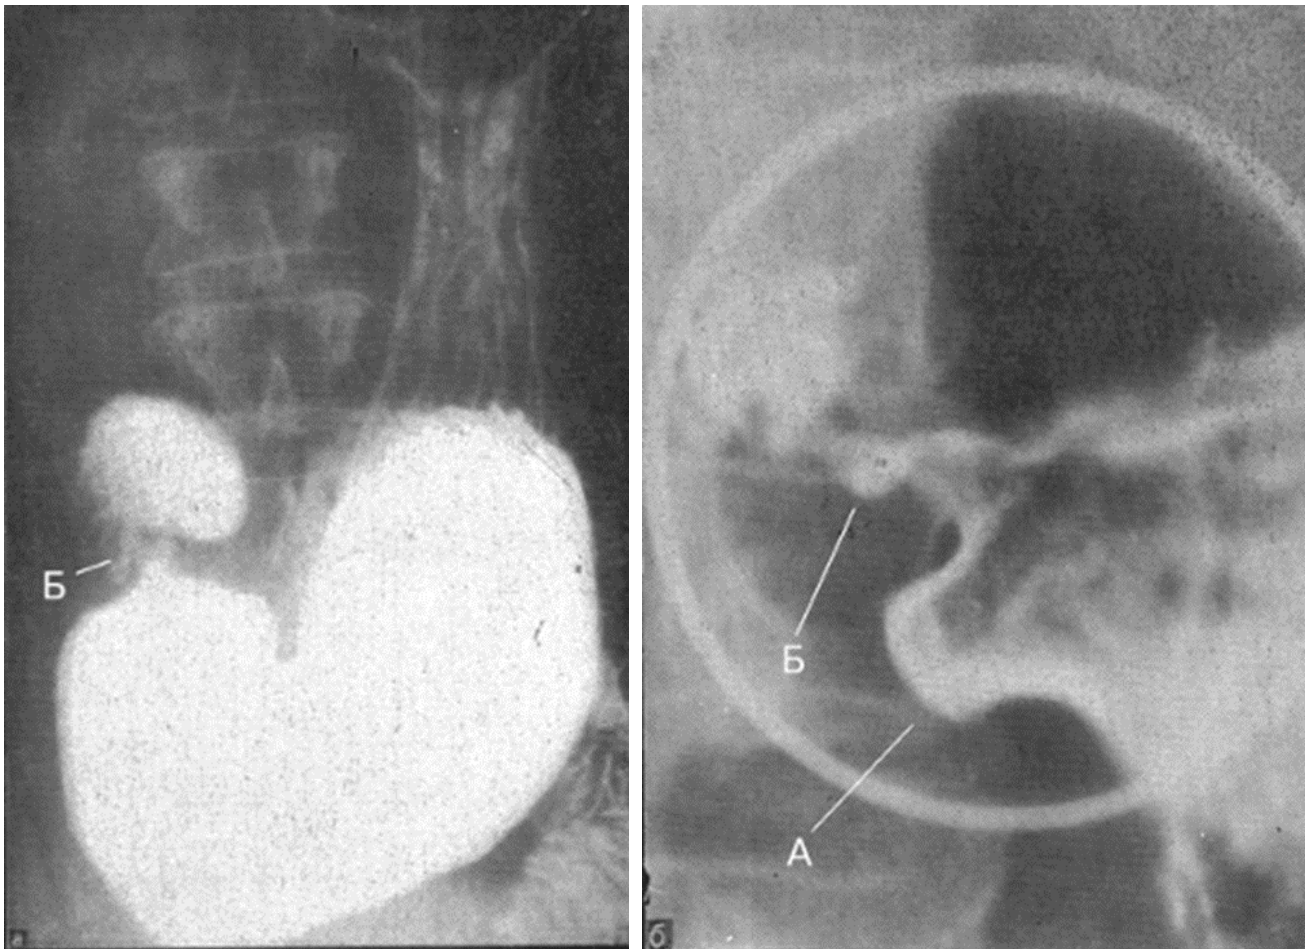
а, б. На прицельной рентгенограмме (а) в прямой передней проекции с тугим контрастированием желудок значительно увеличен. На прицельной рентгенограмме пилородуоденальной области, выполненной в условиях двойного контрастирования (б) виден язвенный кратер (А), привратник сужен (Б). Луковица двенадцатиперстной кишки не изменена. Стеноз привратника язвенной этиологии.
